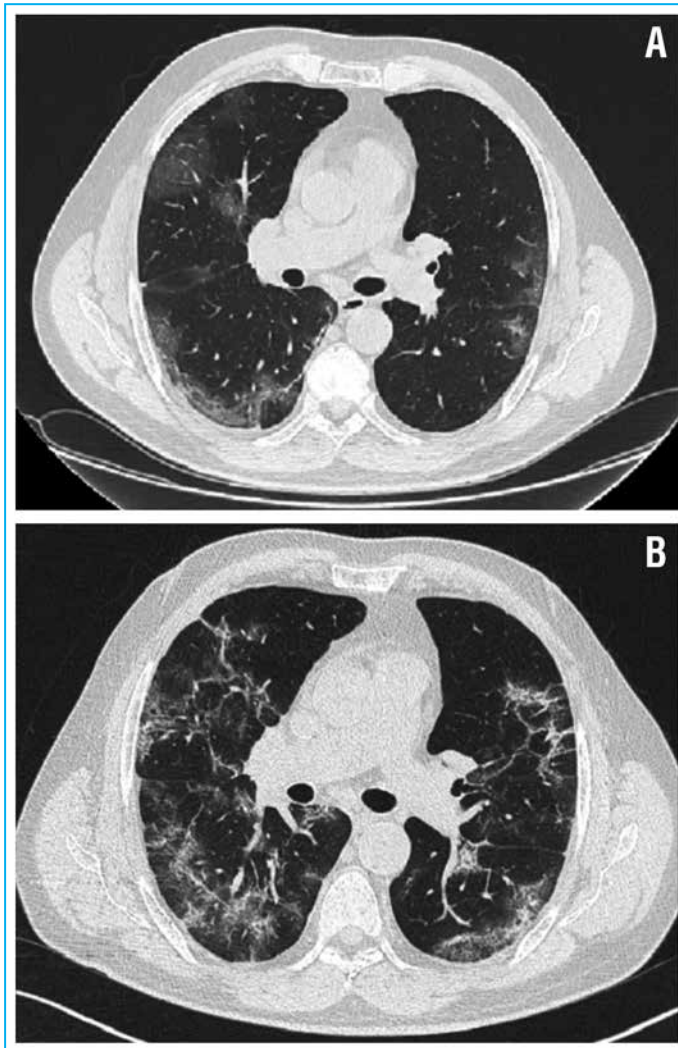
Данные КТ органов грудной клетки пациента 58 лет (наблюдение № 1) исходно (7-й день COVID-19; А) и в динамике (14-й день COVID-19; В)
